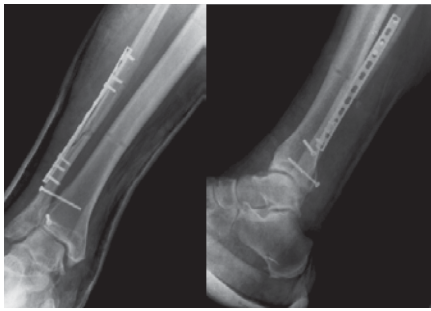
Рентгенограммы правого голеностопного сустава больного 3. после внутреннего остеосинтеза
